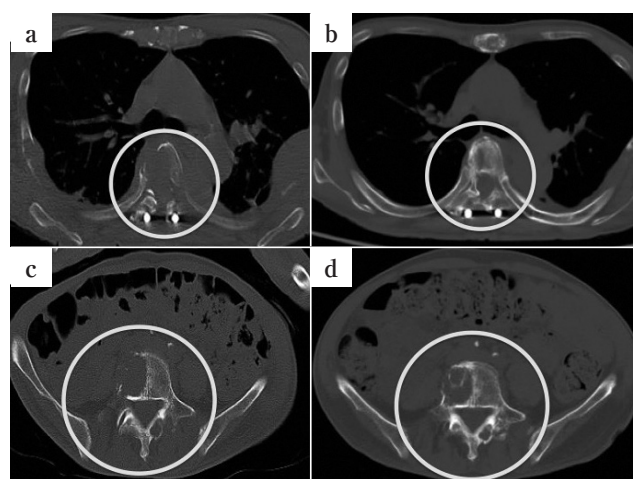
Chest CT of patient #6
